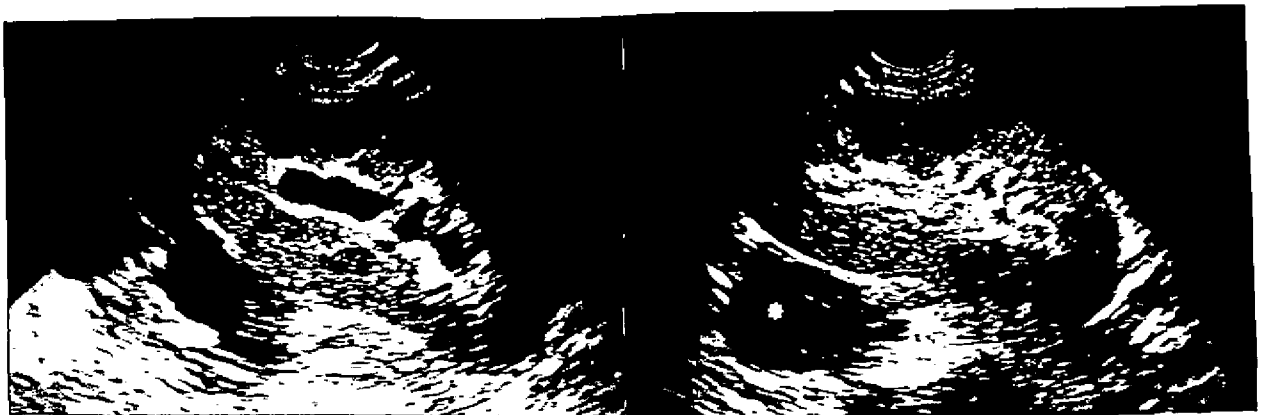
(A y B): Ecografía simple en modo B. En la Fig. A se observa hidronefrosis y colección líquida mal delimitada posterior al injerto. La Fig. B es control al día siguiente; ya no se observa hidronefrosis y la colección se ha delimitado (urinoma) (*).
